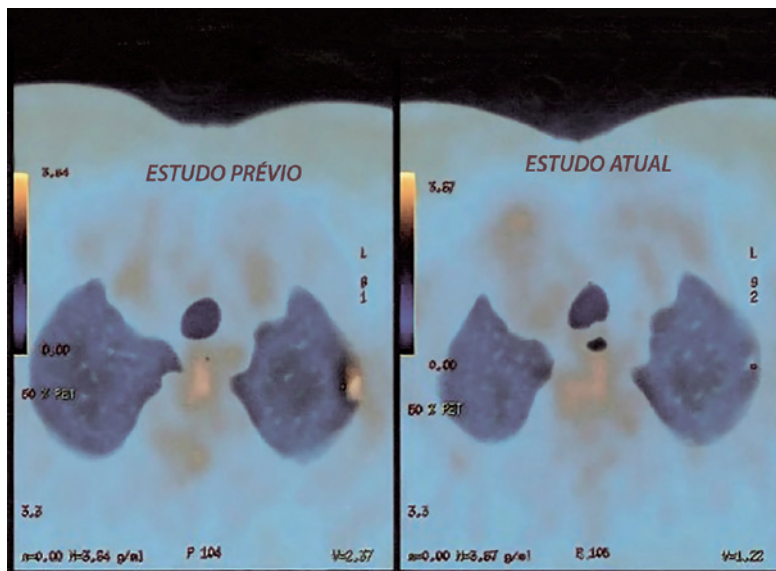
Comparação das dimensões do nódulo pulmonar antes (esquerda) e depois (direita) da quimioterapia (imagem obtida por PET-CT).
